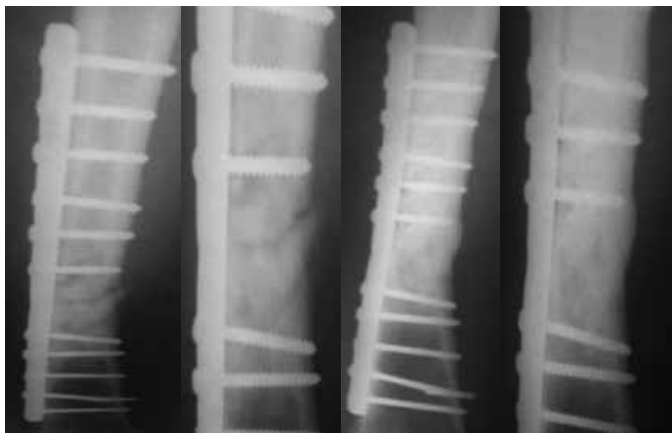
Radiografias em ântero-posterior do fêmur antes (A e B), e depois (C e D), do tratamento com ranelato de estrôncio, evidenciando pseudoartrose oligotrófica em traço de fratura transverso na diáfise femoral fixada com placa DCP e parafusos que evoluiu com calo ósseo satisfatório.
